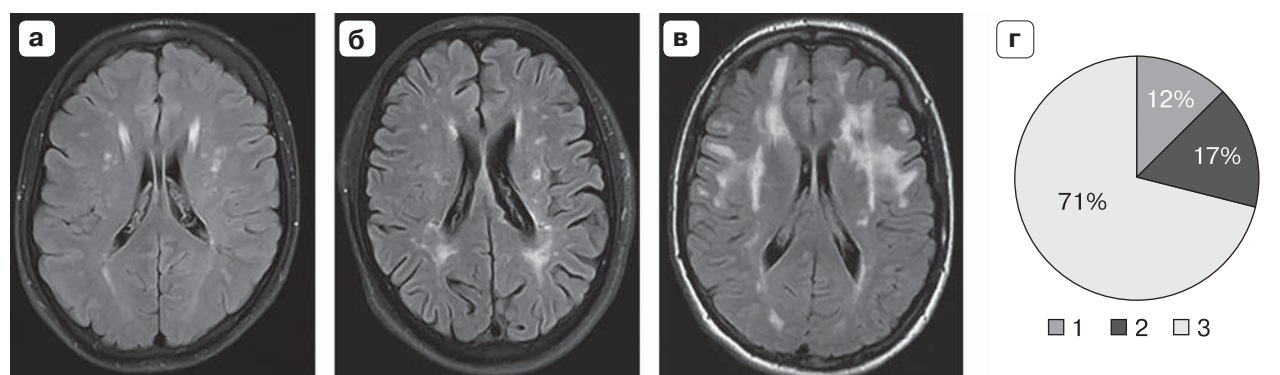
Гиперинтенсивность белого вещества как признак микроангиопатии по данным МРТ. а–в – примеры МРТ-изображений в режиме T2-FLAIR, демонстрирующих поражение белого вещества: а – Fazekas 1, б – Fazekas 2, в – Fazekas 3; г – частота выявления данного типа поражения в группе исследования (оценка степени выраженности изменений по Fazekas).
